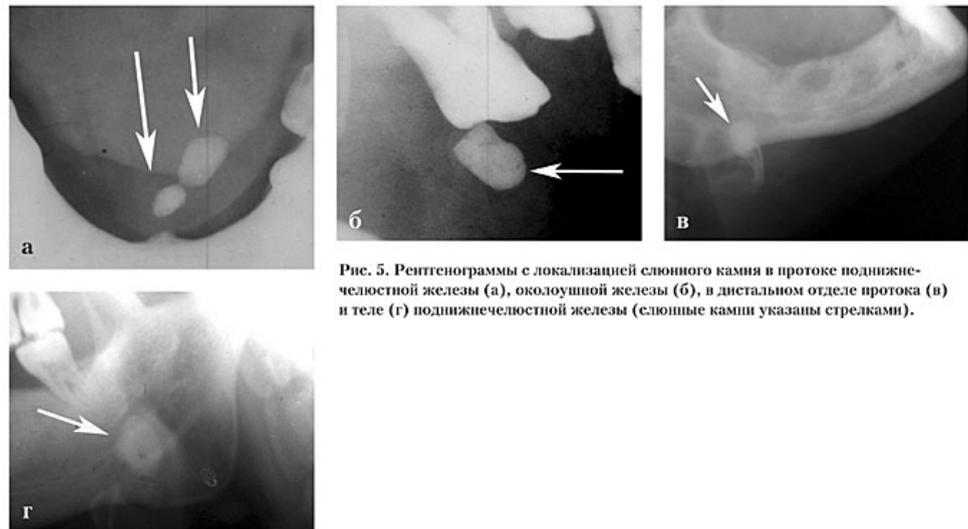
Рентгенограммы с локализацией слюнного камня в протоке поднижнечелюстной железы (а), околоушной железы (б), в дистальном отделе протока (в) и теле (г) поднижнечелюстной железы (слюнные камни указаны стрелками).
